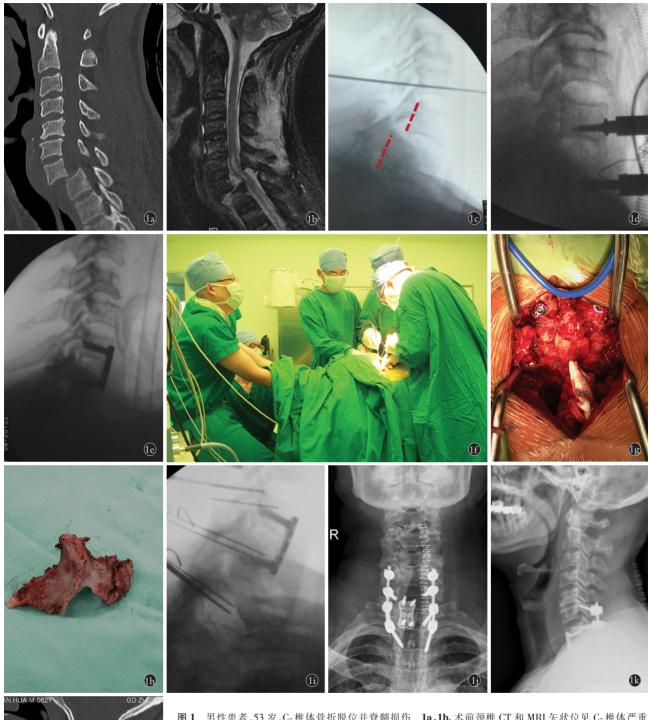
男性患者,53 岁, C_7 椎体骨折脱位并脊髓损伤 1a,1b.术前颈椎 CT 和 MRI 矢状位见 C_7 椎体严重骨折脱位 1c. 经过颅骨牵引 3 d 后,C 形臂 X 线侧位片见骨折脱位有所改善 1d,1e,1f. 前路手术中,通过台下助手牵引配合, C_7 椎体基本达到复位效果 1g,1h,1i. 后路术中发现 C_7 椎体椎板游离、漂浮,行 C_6 侧块螺钉- C_7 、 C_7 椎 仅可固定 1j,1k.术后正侧位 C_7 化线片示内固定位置良好 1l. 术后 CT 显示矢状面颈椎序列完全恢复
